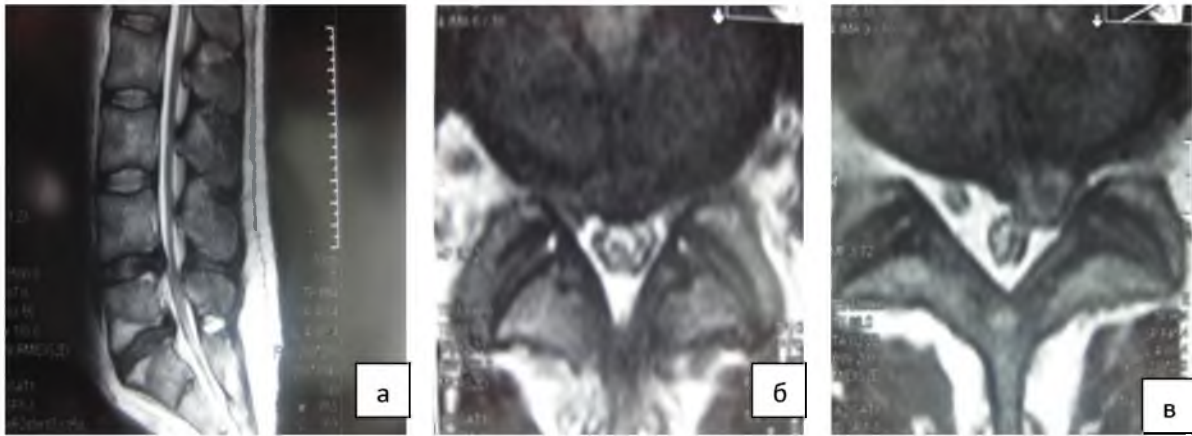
Магнитно-резонансная томография пациента Д. в T2 режиме: а – сагиттальная проекция поясничного отдела позвоночника, б – фронтальная проекция межпозвонкового диска L_{IV}-L_V с циркулярной протрузией, в – фронтальная проекция межпозвонкового диска L_V-S_I с левосторонней грыжей
